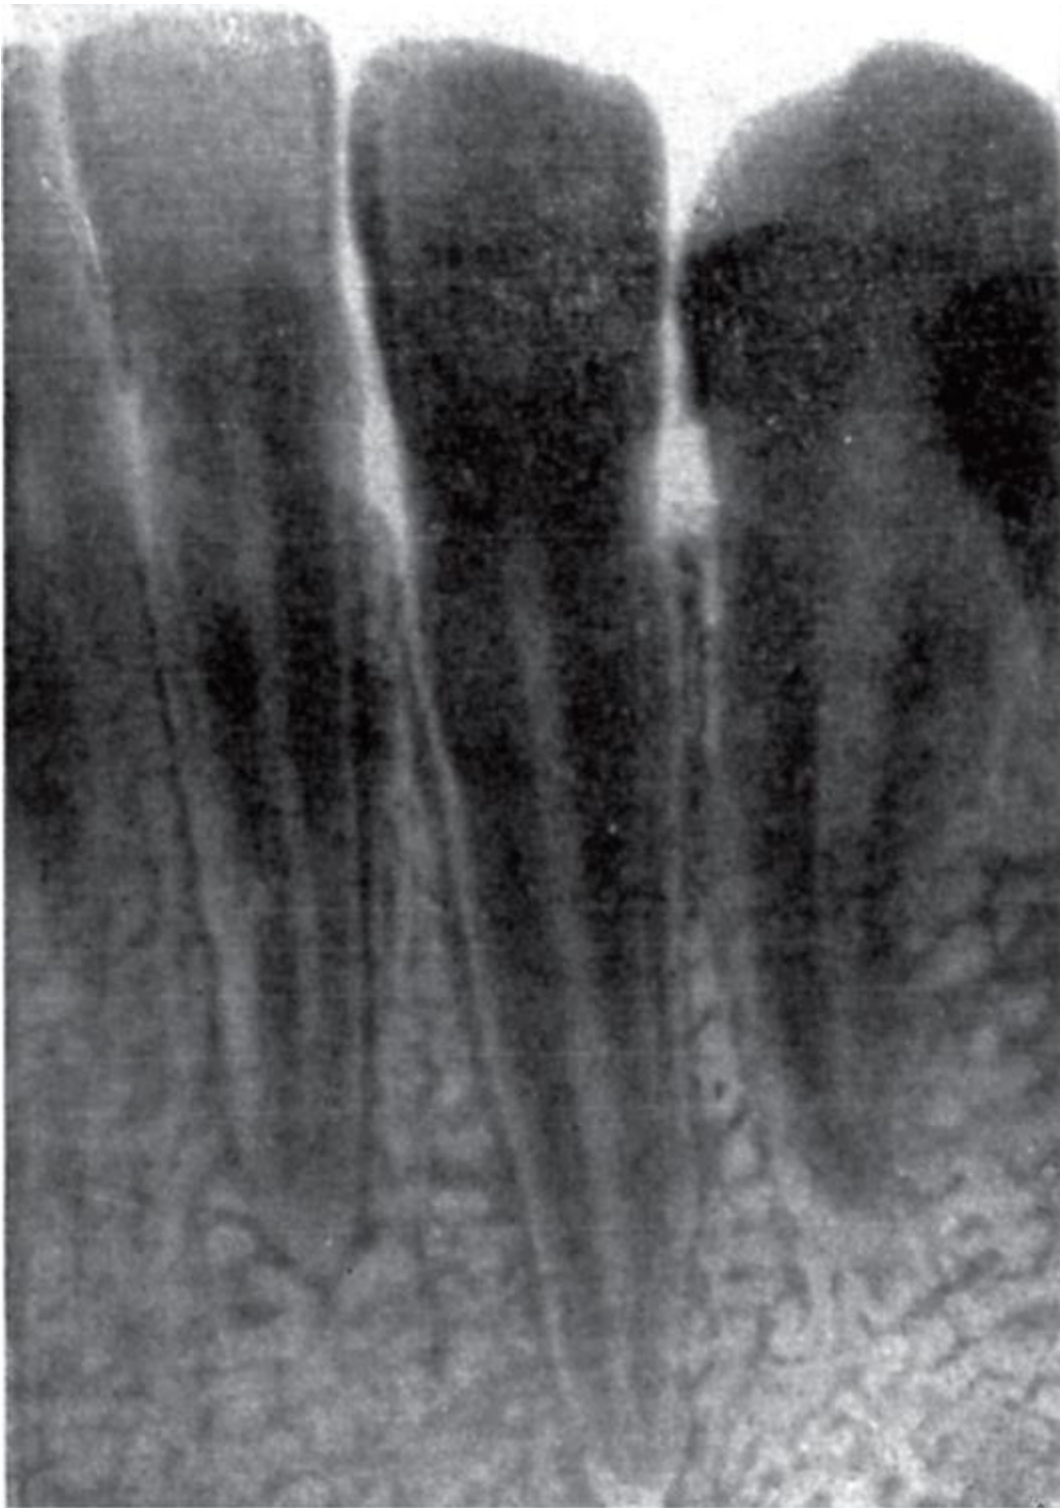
Рентгенограмма нижних латерального резца, клыка и 1-го премоляра
